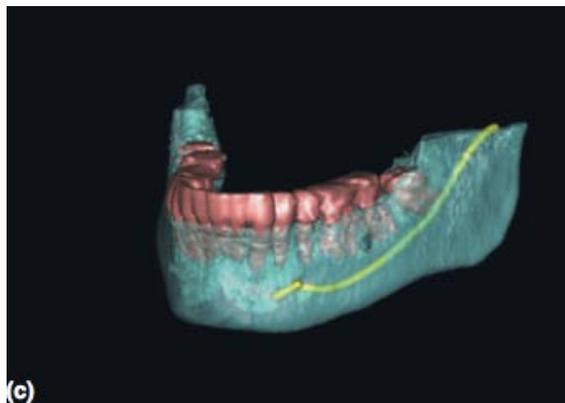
représentation de la reconstruction 3D du volume à partir du Cone beam (53).
